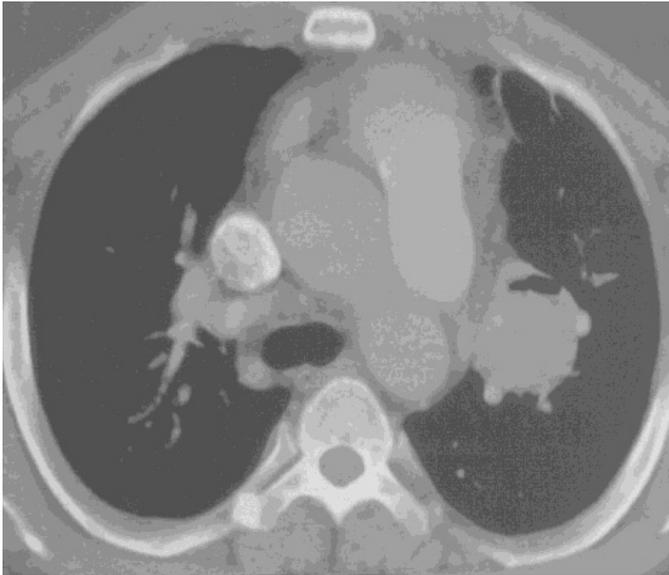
Бронхиальная атрезия, КТ ОГП.
